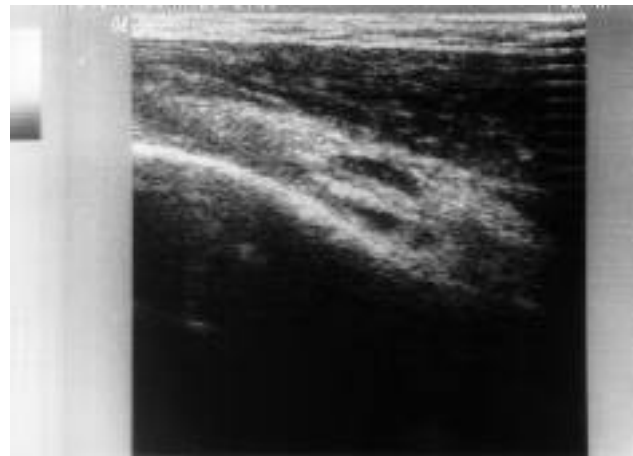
Ecografía del hueso popliteo. Se evidencia lesión quística superficial (cruces) que corresponde a un quiste de Baker.
